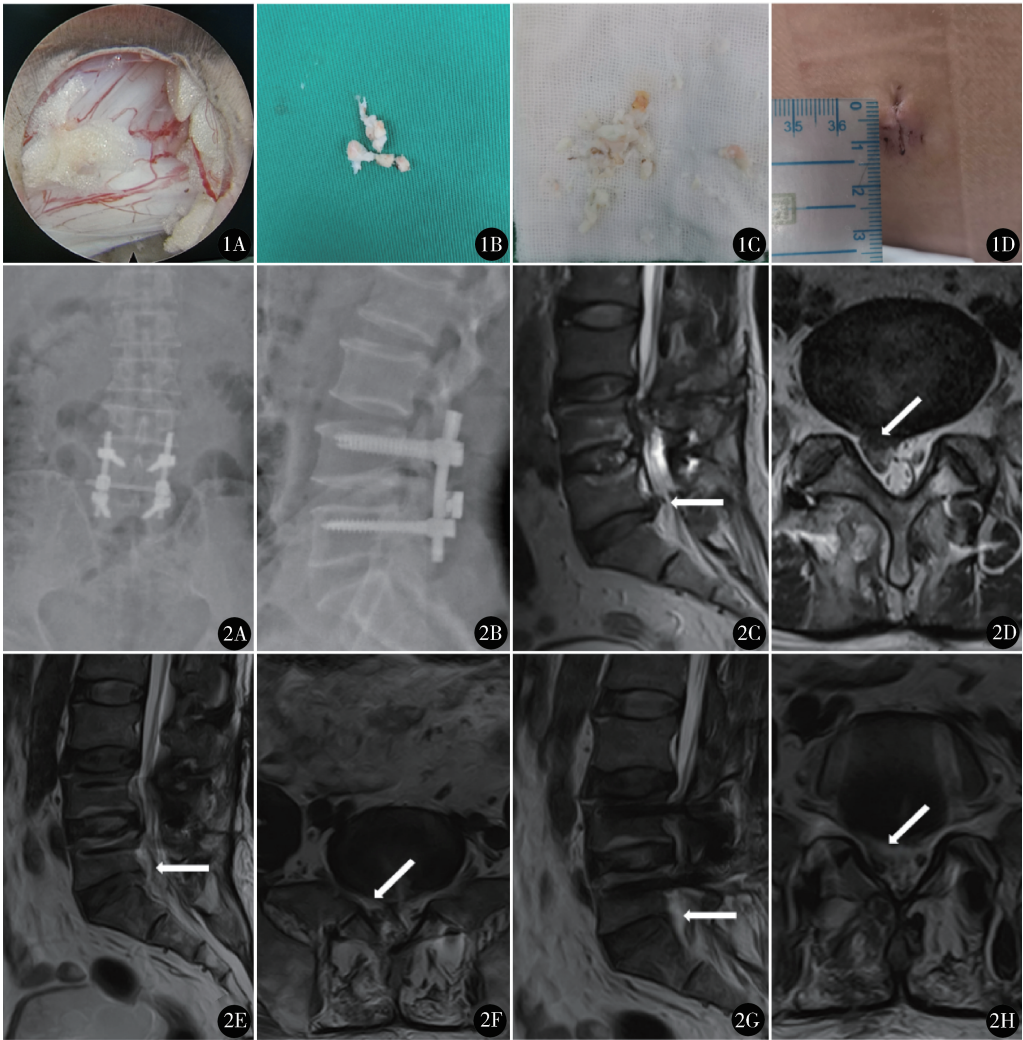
椎间孔镜手术:A:硬膜及神经根减压充分,搏动良好;B:环锯磨除的部分关节突关节;C:摘除的髓核组织;D:术后切口 图2 患者男,62岁,L_{4/5}椎间盘切除植骨融合内固定术后6年,右下肢疼痛半月余。术前腰椎正侧位X线(A、B)示L_{4/5}内固定在位,L₅椎体未见滑脱;腰椎MRI(C、D)示L₅/S₁椎间盘向右后方突出,硬膜、神经根受压。在局麻下行椎间孔镜L₅/S₁椎间盘摘除术,术后1周复查腰椎MRI(E、F),显示髓核摘除后硬膜及神经压迫解除。术后1年复查腰椎MRI(G、H),显示L₅/S₁椎间盘无突出
